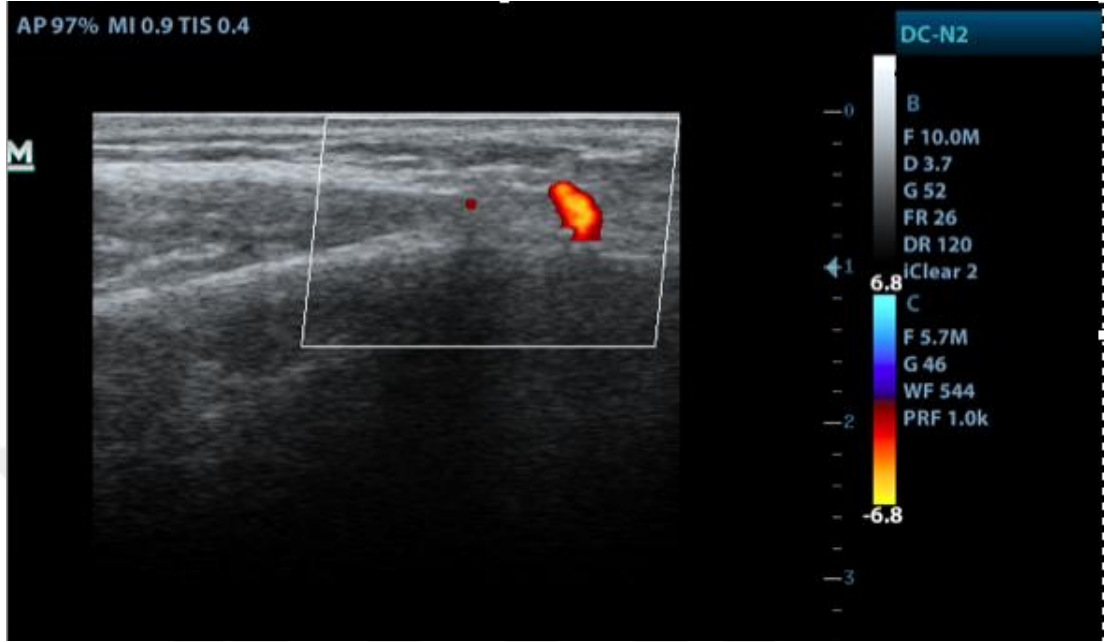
Sol fasial arterin renkli doppler sonografi ile görüntülenmesi
